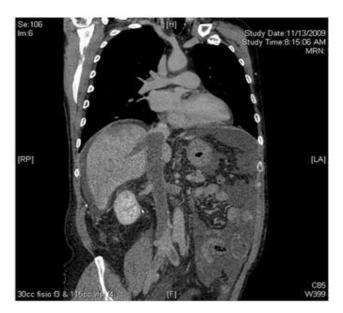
Ангио-КТ с контрастированием (тромбоз обеих общих подвздошных, нижней полой, левой почечной и печёночных вен) [Santise G., 2011]
